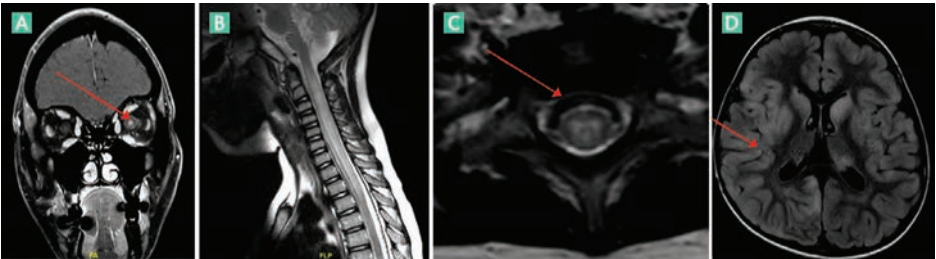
A. IRM des nerfs optiques avec neuropathie (gauche). B. IRM médullaire en coupe sagittale avec atteinte étendue. C. IRM médullaire en coupe axiale avec "signe du H". D. IRM encéphalique en séquence FLAIR avec aspect d'encéphalite corticale droite (flèche).
